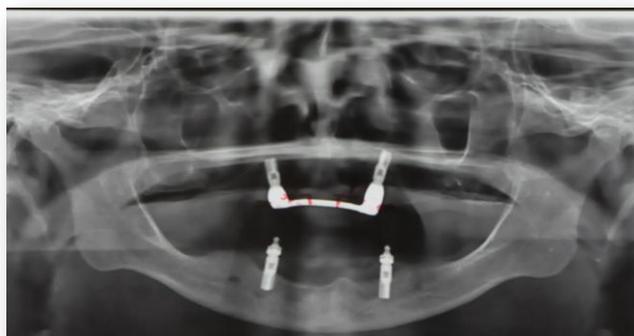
Radiografia panorâmica de 2014 mostrando a reabilitação final da paciente com implantes dentários suportados por prótese *overdenture* dois anos após a interrupção da terapia com alendronato de sódio e resolução da OMAB.
